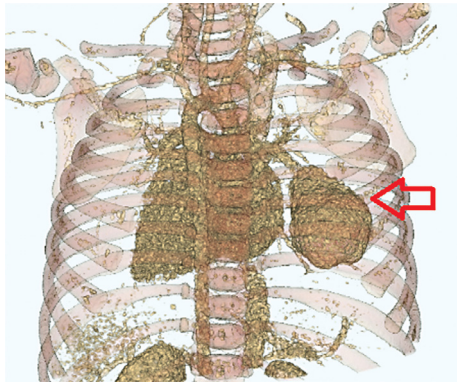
На МСКТ – мешкообразное расширение ветви легочной артерии (указано стрелкой).
